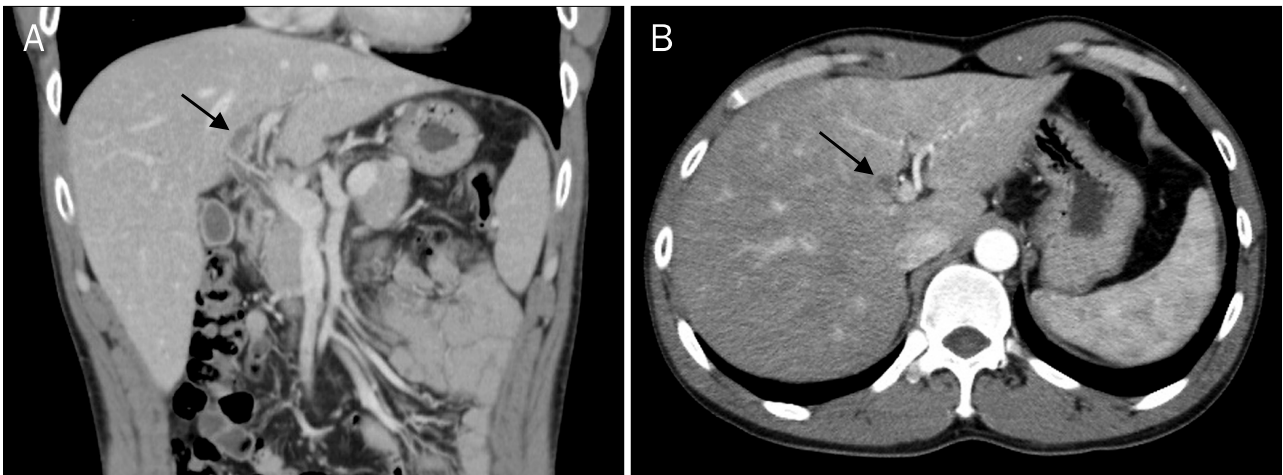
Abdomen computed tomography scan findings. On (A) coronal reconstructed image and (B) axial scan, mild left intrahepatic bile duct dilatation is noted but no definite obstructive lesion is observed (arrows).
